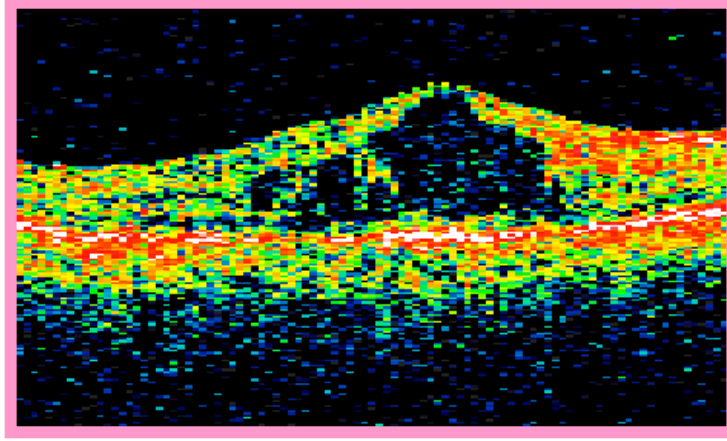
Kronik dönemde üst hemisfer ven tıkanıklığı, 3b. Flöresein anjiografide kronik dönemde üst hemisfer ven tıkanıklığı.
